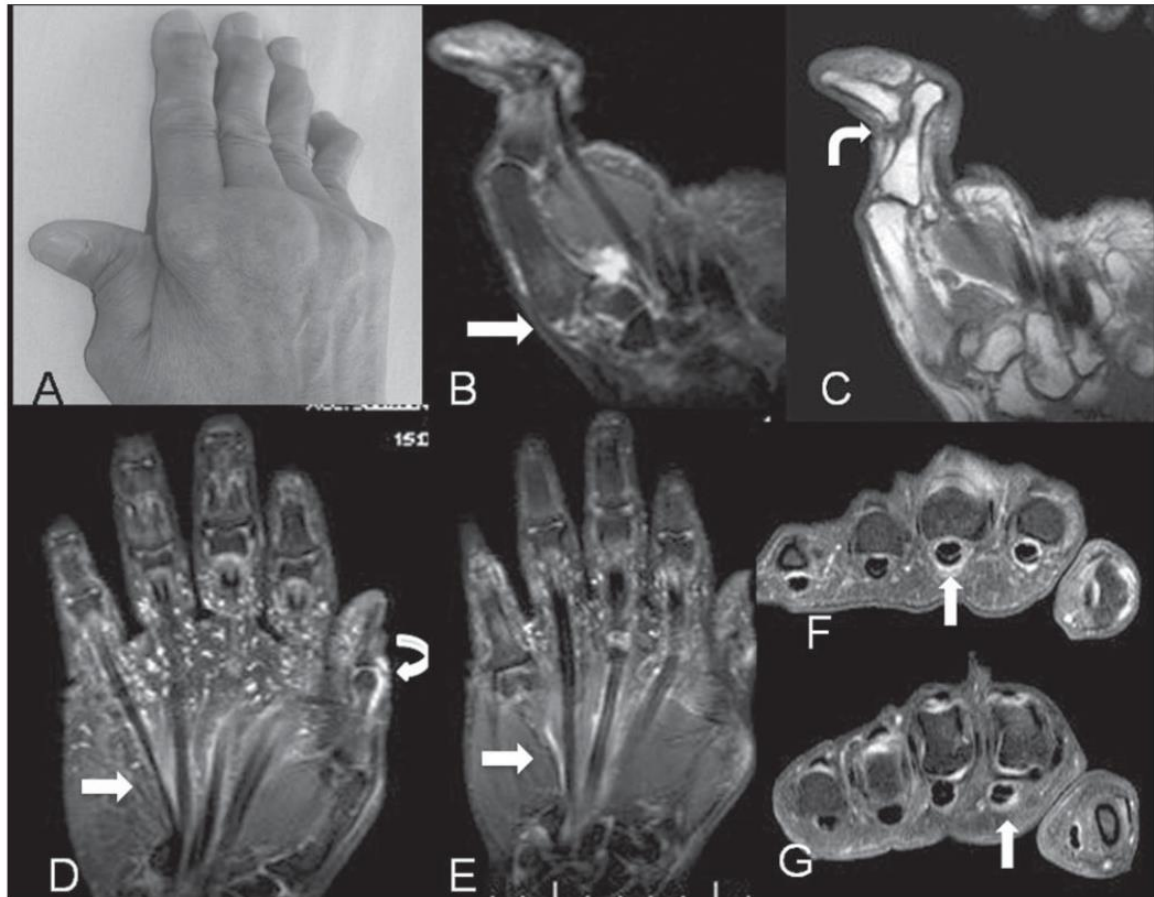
A-C: Paciente do sexo feminino, 60 anos, diagnóstico de LES há 24 anos. Fotografia e imagens coronais ponderadas em T2 com supressão de gordura e T1 demonstrando o aspecto da deformidade em "Z" do polegar, com subluxação e derrame na interlinha trapézio-base do primeiro metacarpo (seta reta), além de luxação completa da interfalângica distal (seta curva). D-G: Outra paciente do sexo feminino, com diagnóstico de LES há 13 anos. Imagens demonstrando sinais de tenossinovite (setas retas) em RM ponderada em T2 com supressão de gordura no plano coronal (D) e T1 pós-contraste coronal (E) e axial (F,G). Há também sinovite na interfalângica do polegar (seta curva).
